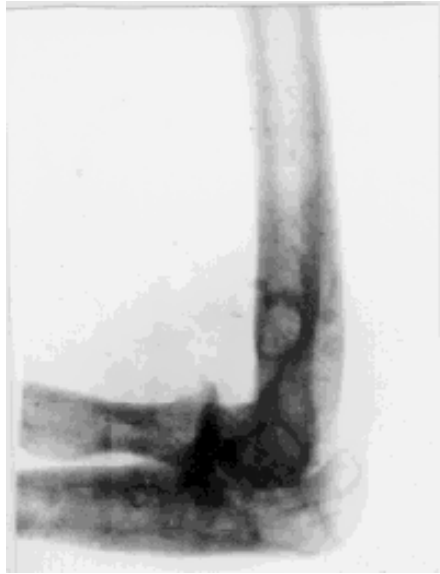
Radiografía del codo derecho.
